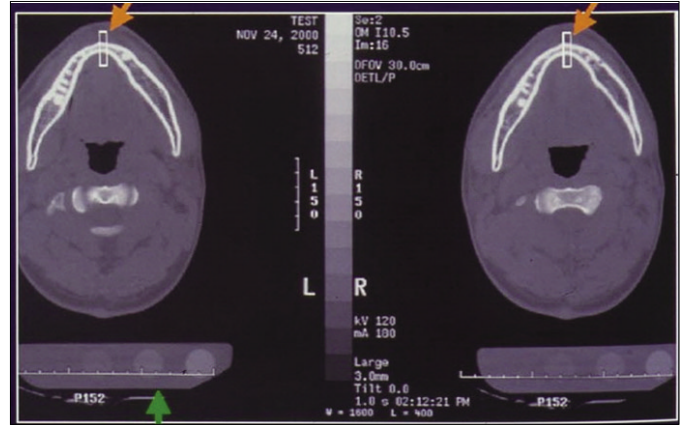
Quantitative computed tomography (QCT) and ROI of mandibular alveolar bone.
